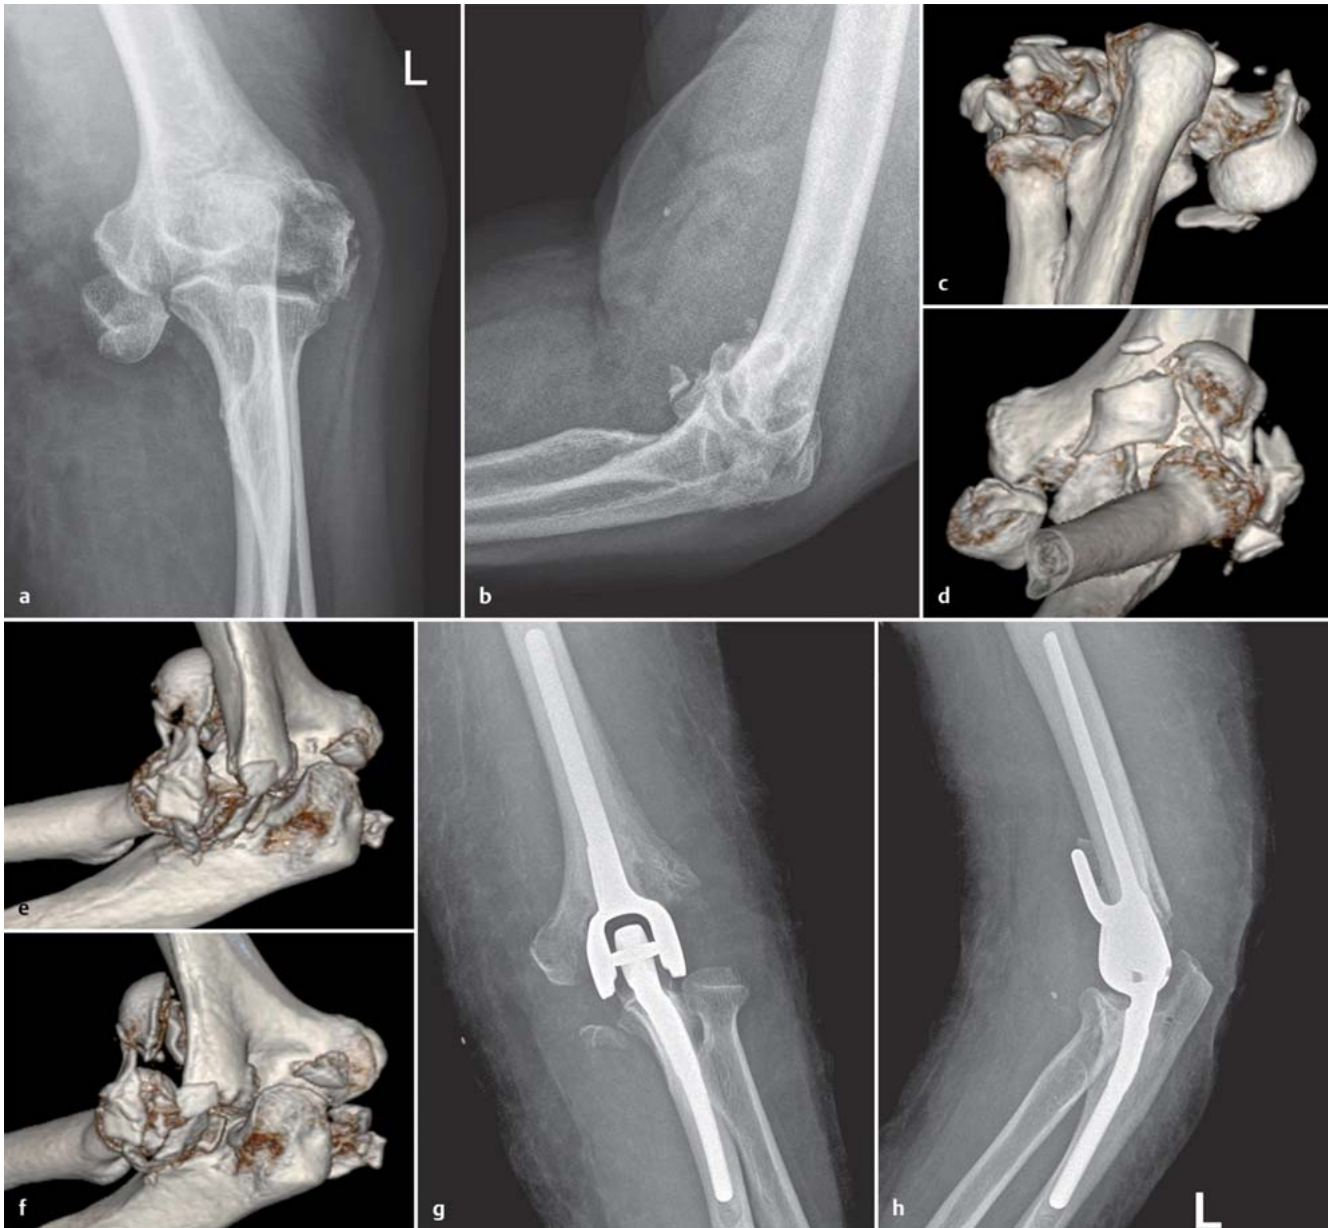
bis h 77-jährige Patientin. Sturz über den Teppich. Komplexe intraartikuläre Gelenkfraktur distaler Humerus und Abbruch vom Radiuskopf. a, b Nativröntgen a.-p. und seitlich; c-f 3-D-Rekonstruktion der CT-Schnitte; g, h postoperative Röntgenbilder a.-p. und seitlich. Zementierte teilverblockte Ellbogtotalendoprothese.
